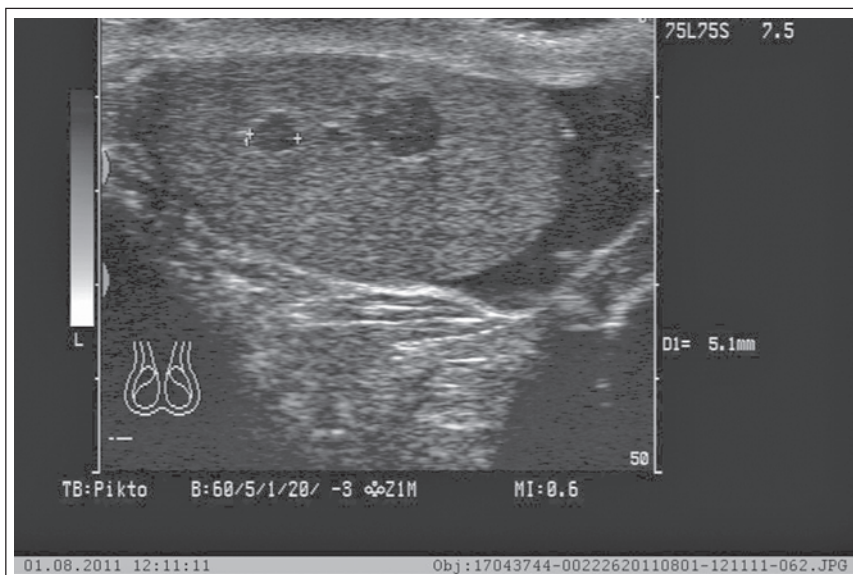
Sonographie Hoden rechts, 7,5 MHz Schallkopf Siemens Sonoline Adara. Selber Patient wie in Abb. 3. © Jens Jacobeit.
